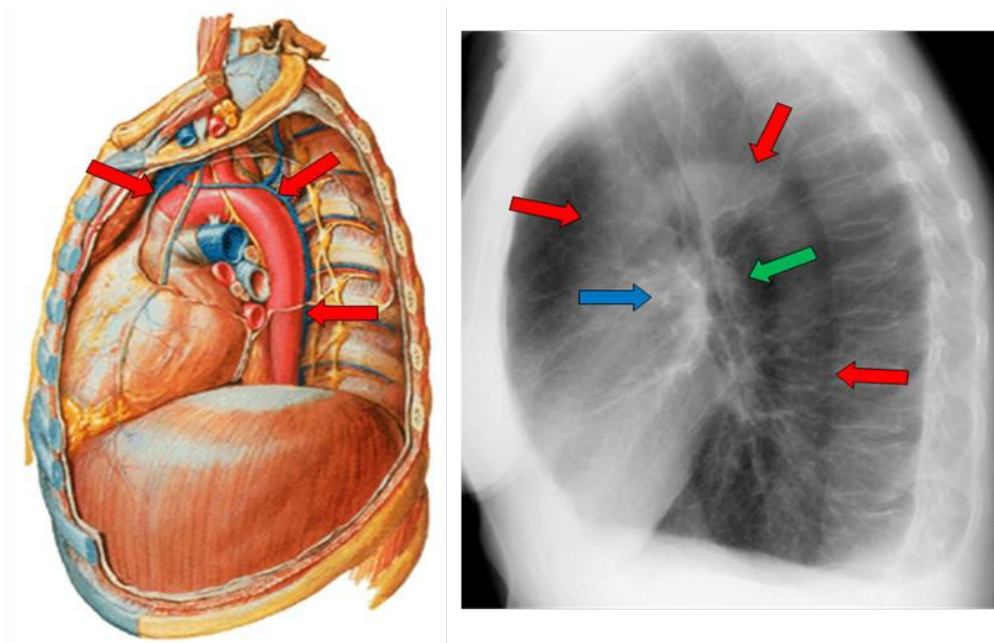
A aorta (fig. 15A) cruza o mediastino no sentido anterior para posterior e da direita para a esquerda. Na radiografia em perfil (fig. 15B) pode-se observar os contornos da aorta (setas vermelhas) em seus diferentes segmentos, sendo que o segmento ascendente tem contacto com o pulmão direito, a croça e segmento descendente com o pulmão esquerdo. Na incidência perfil o hilo pulmonar direito (seta azul) projeta-se anteriormente ao esquerdo (seta verde), sendo que este se assemelha a um pequeno cajado em relação à aorta (cajado maior).
